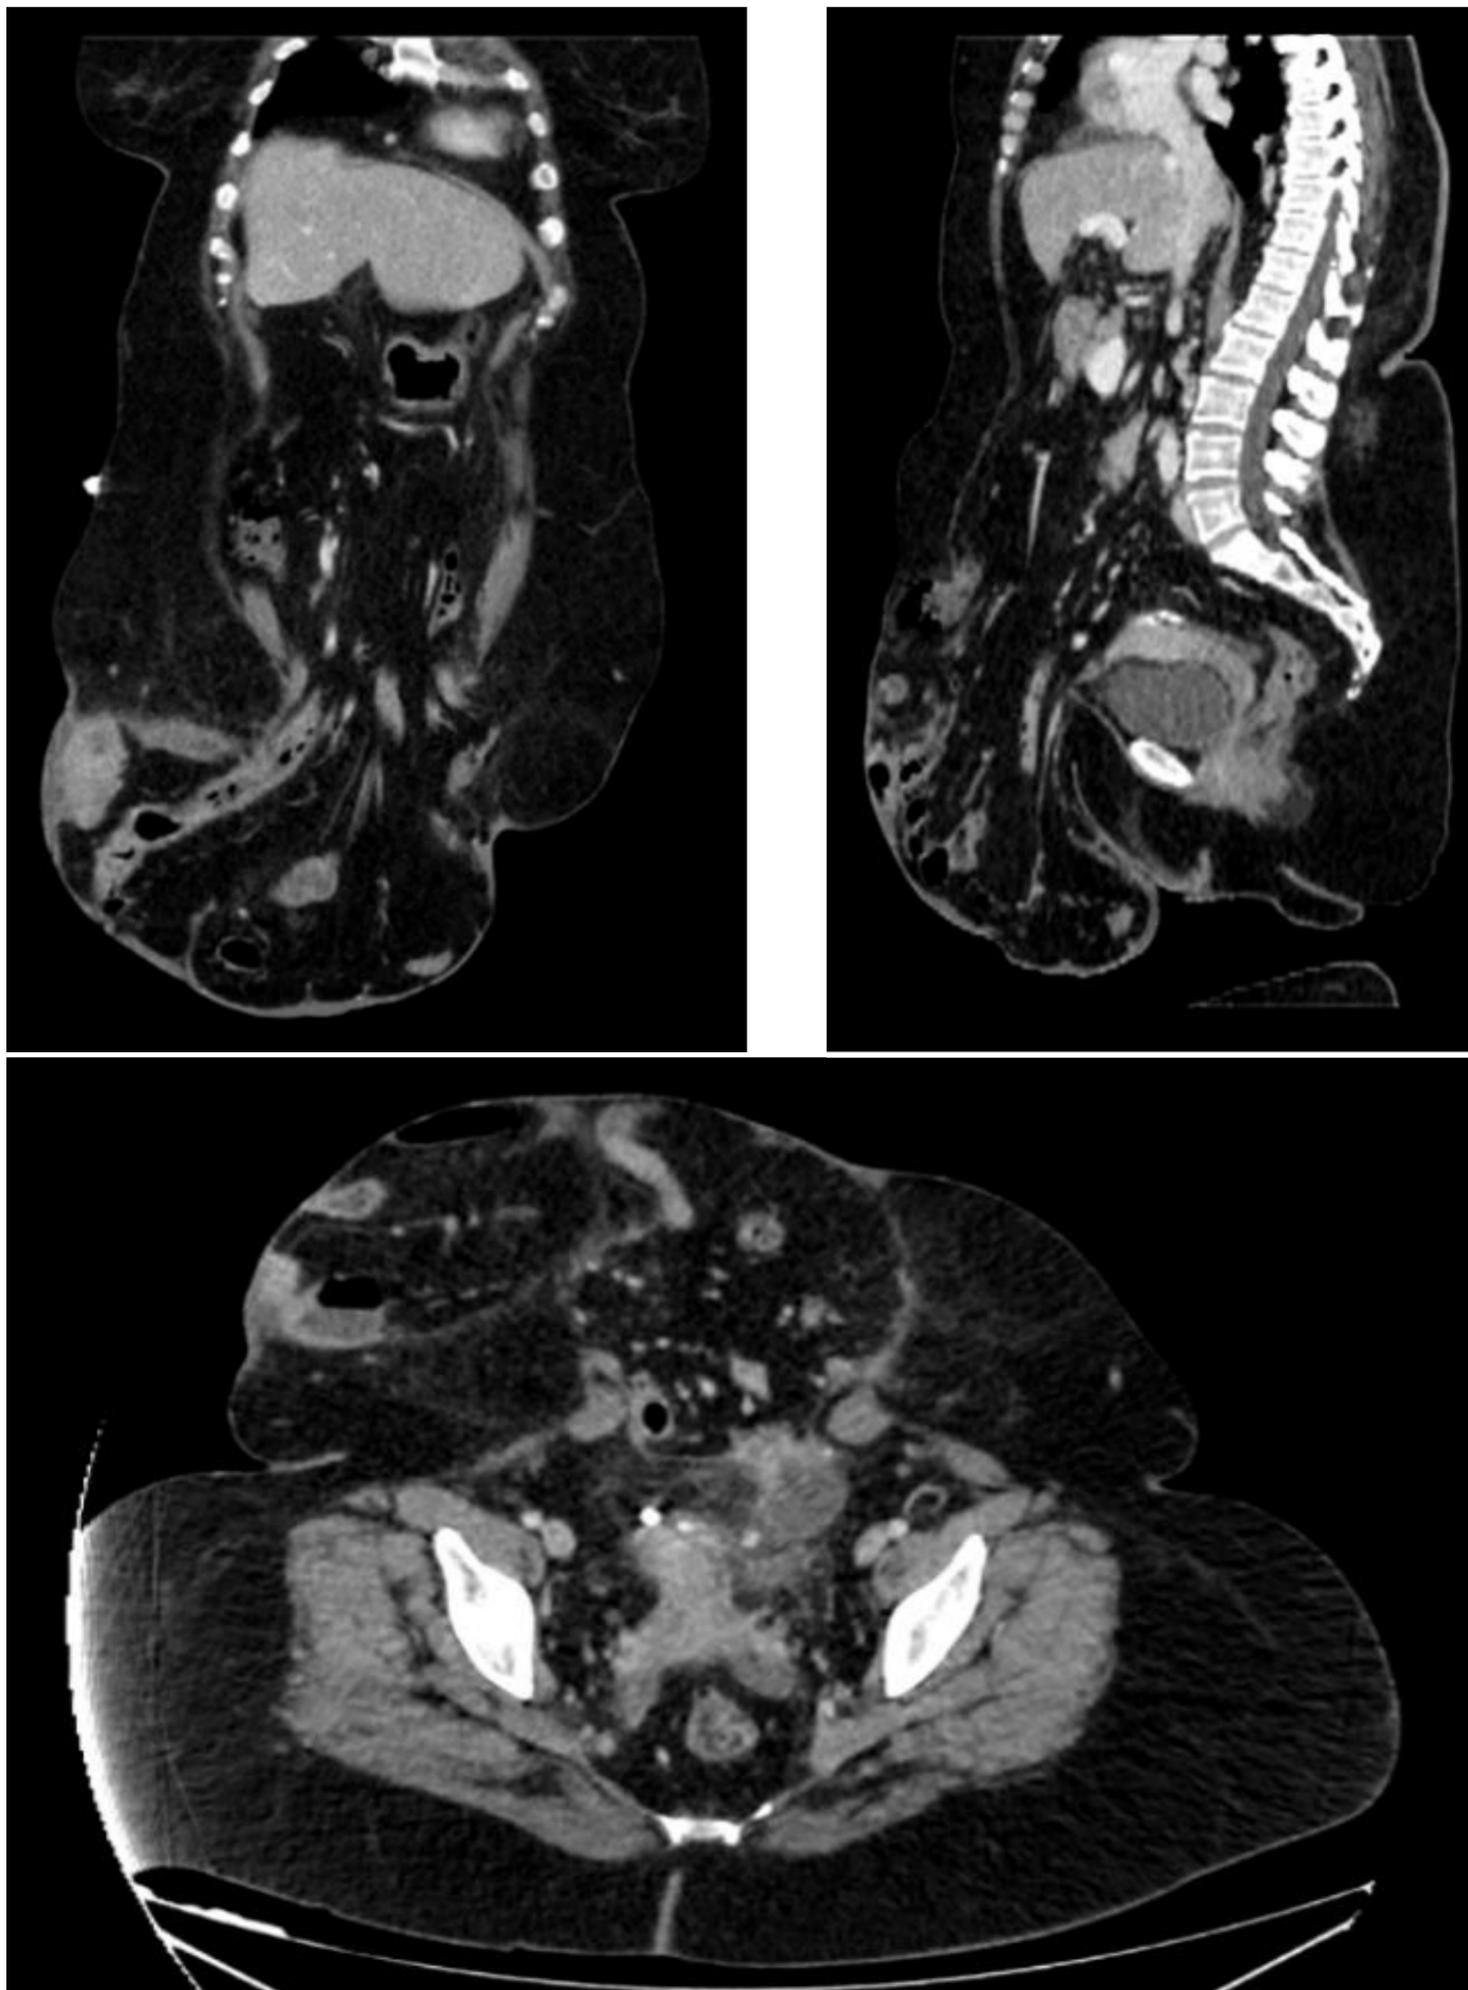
Imágenes de TC abdominal sin contraste en plano coronal (superior izquierda), sagital (superior derecha) y axial (inferior). Muestran una gran hernia de pared abdominal en la línea media umbilical (M3), con contenido de asas intestinales, vasos y grasa mesentérica.
